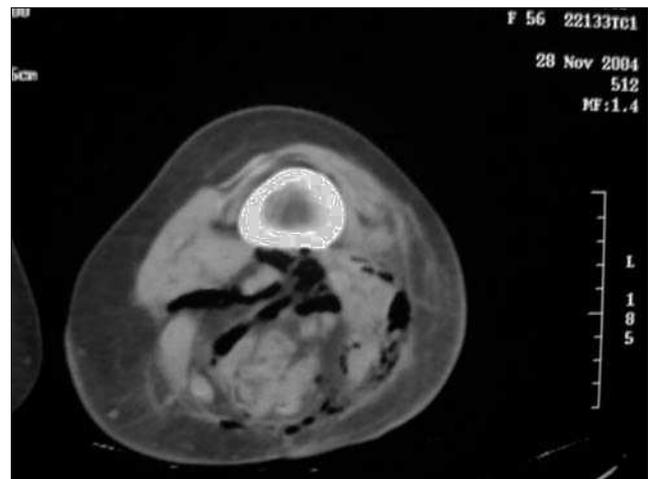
TC del muslo izquierdo en la que se observa aire entre los planos fasciales.
